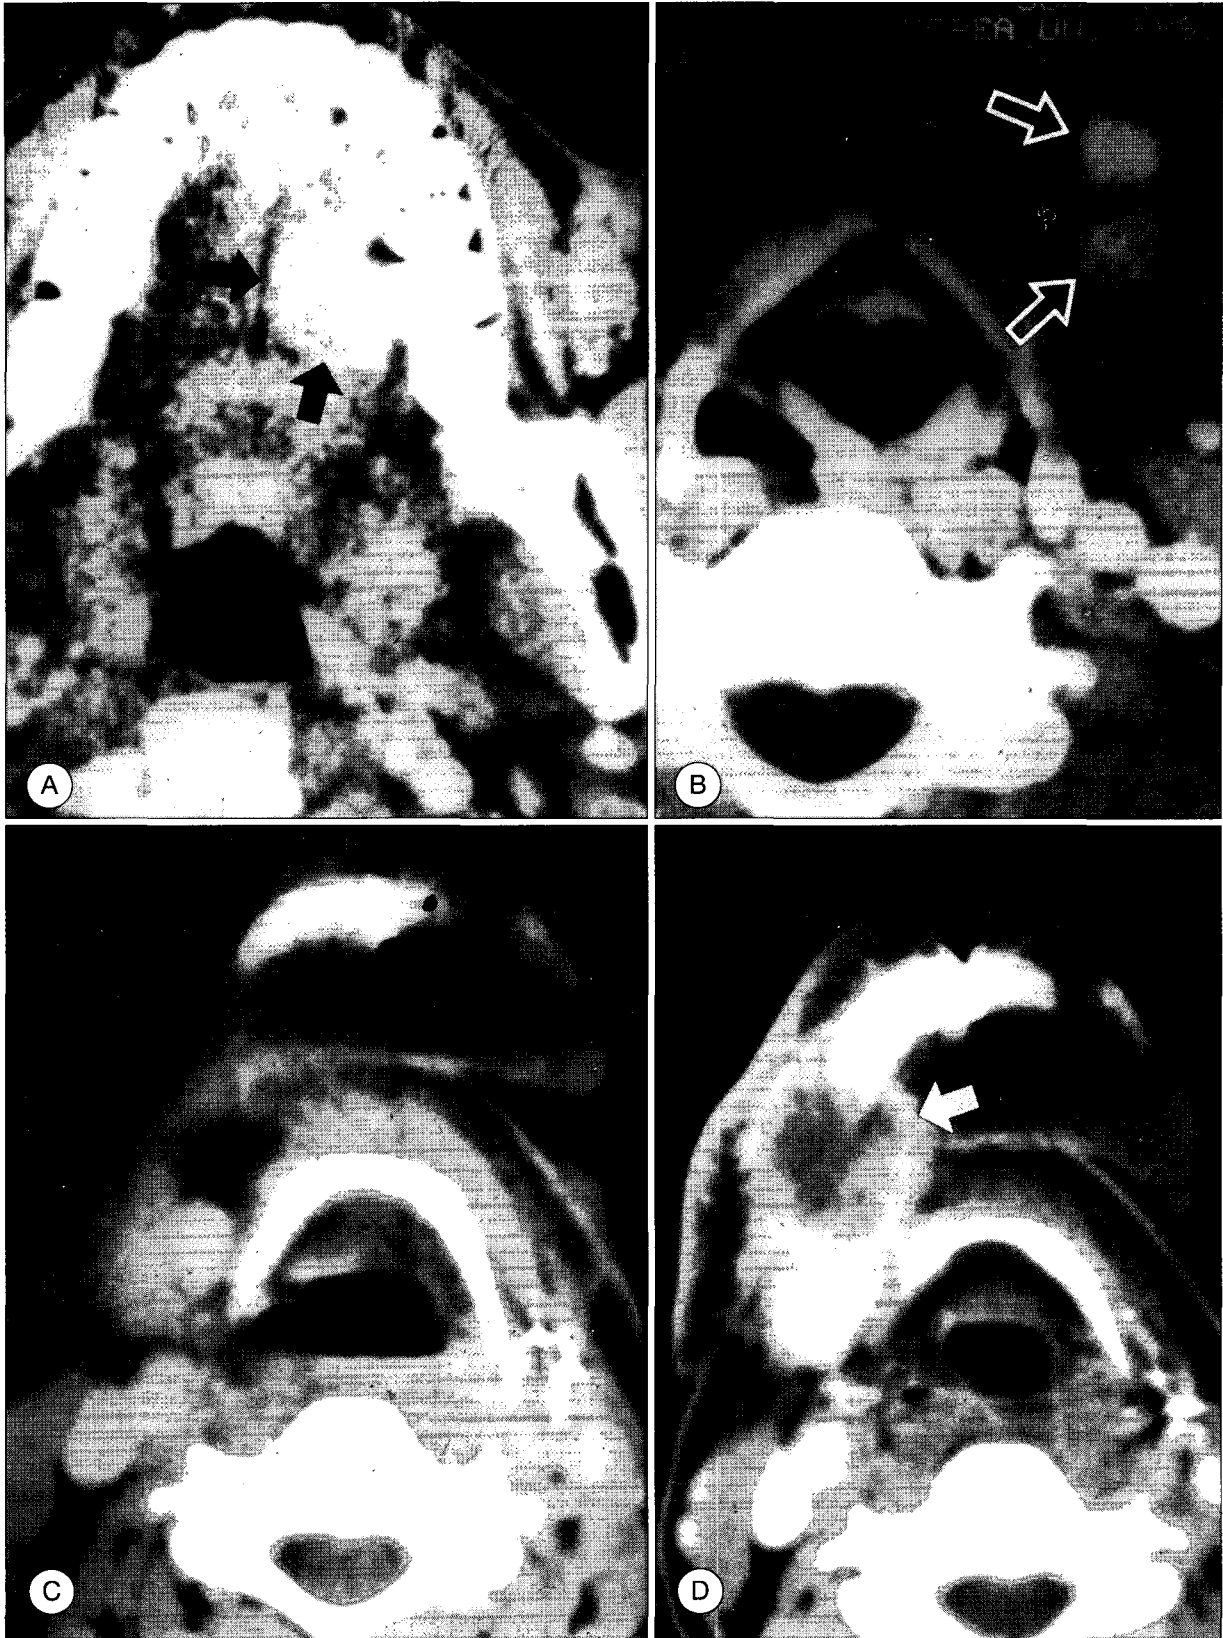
Contralateral nodal recurrence of tongue cancer. A : Pre-therapy CT shows well enhancing left tongue cancer(arrow). B : Pre-therapy CT shows combined ipsilateral submandibular lymphadenopathies(open arrows). C : Postoperation and post-radiotherapy CT of 7 months follow up shows no definite evidence of recurrence. D : CT of 14 months after termination of therapy shows nodal recurrence contralateral to primary tumor site(arrow) which show central low density and irregular border.
